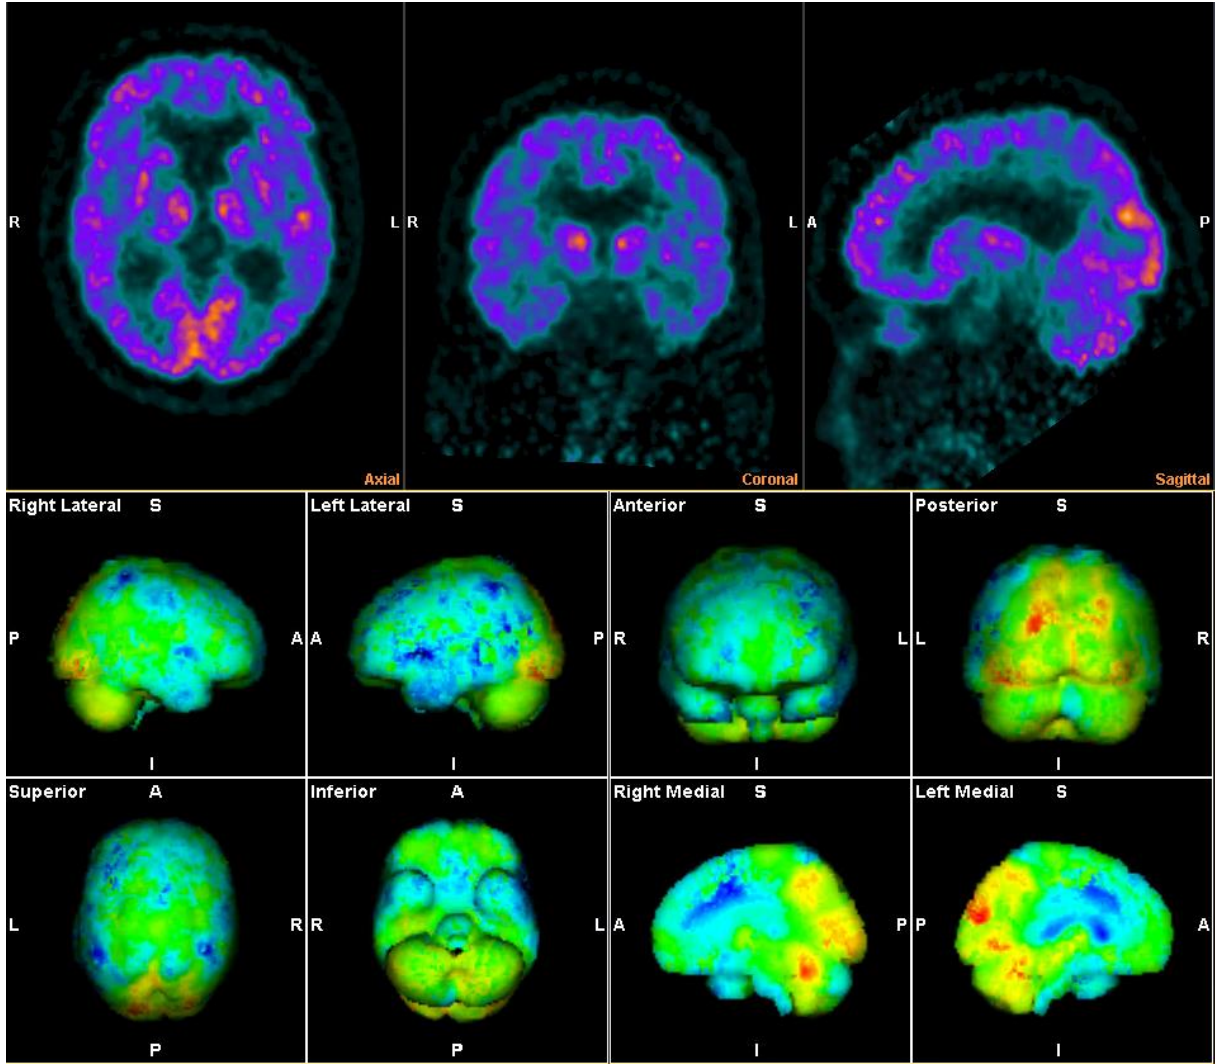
65 yaşında kontrol grubunda olan kadın hastamızın kesitsel ve 3 boyutlu beyin görüntüleri. Hastamızın sağ akciğer alt lobda belirgin FDG tutulumu göstermeyen 1.5 cm boyutunda nodül mevcuttu. Yapılan takiplerinde nodül boyutunda artış izlenmedi. Tetkik öncesi ölçülen kan şekeri 102 mg/dL geldi.
